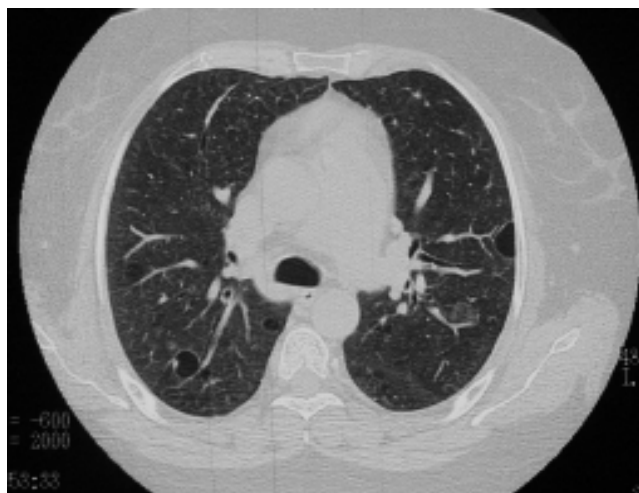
Tomografía axial computarizada (TAC) pulmonar. Se aprecian múltiples quistes en el parénquima pulmonar de diferentes tamaños.
